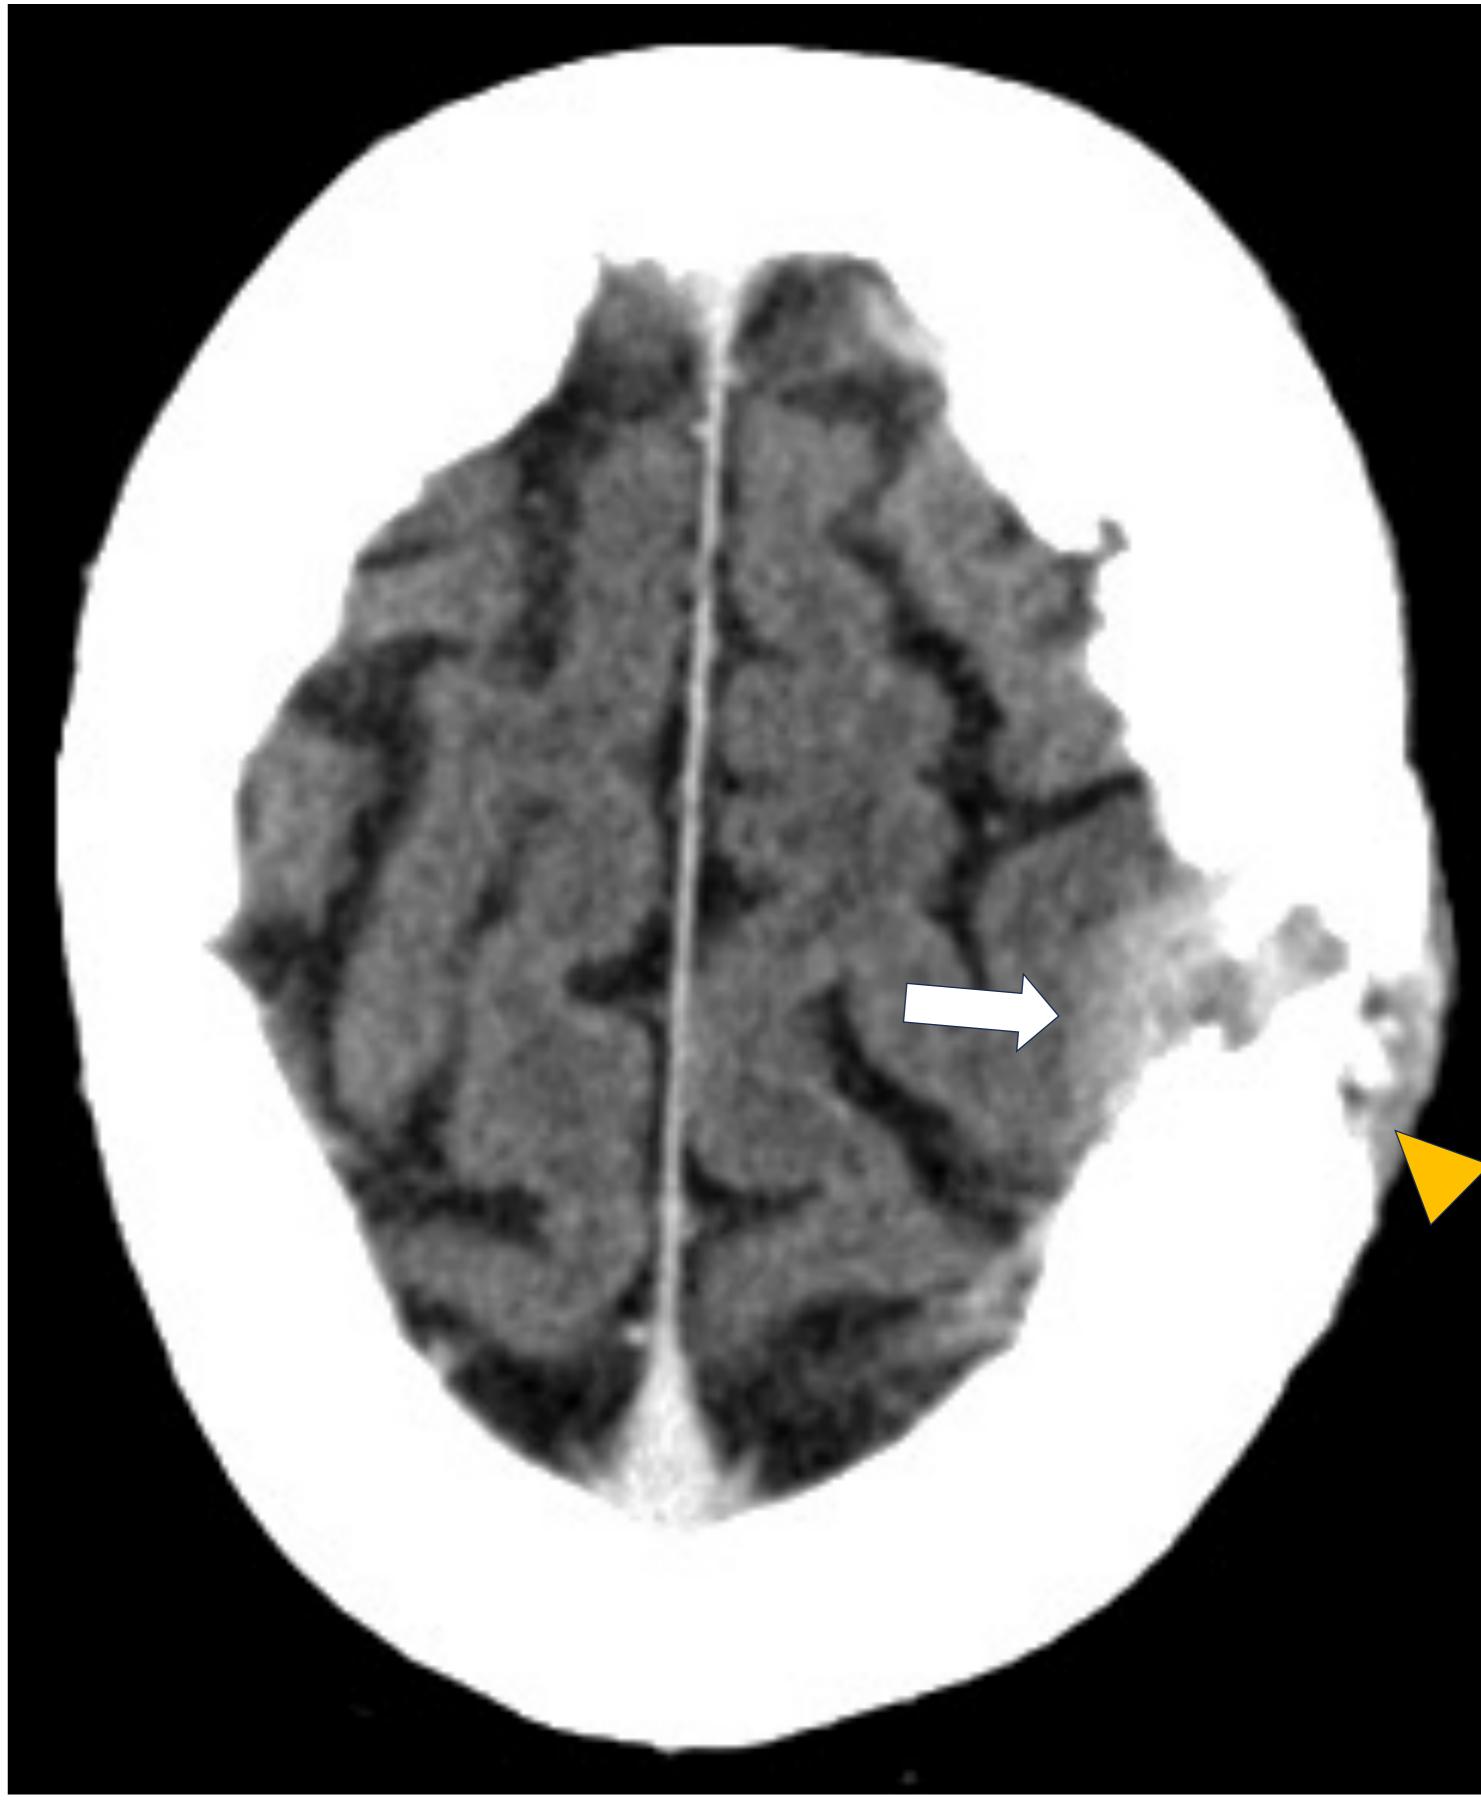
TC axial de cráneo.
